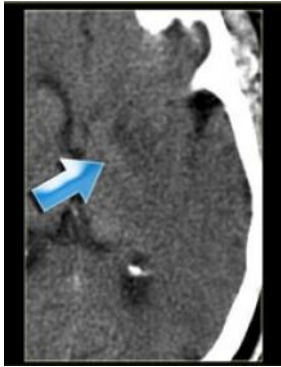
CT Scan kepala potongan axial pasien dengan insular ribbon sign (Velayudhan *et al*, 2012)
